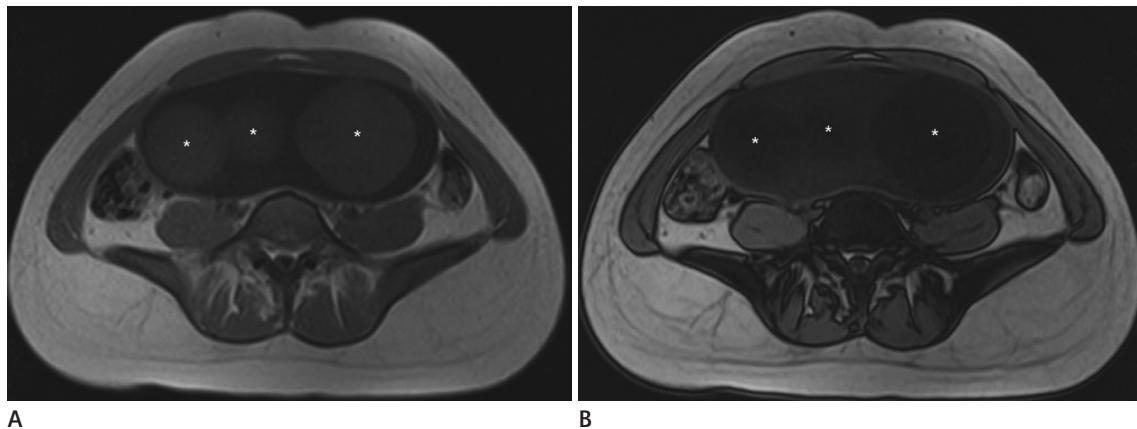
MR images of a 19-year-old female with a cystic teratoma in the left ovary.
